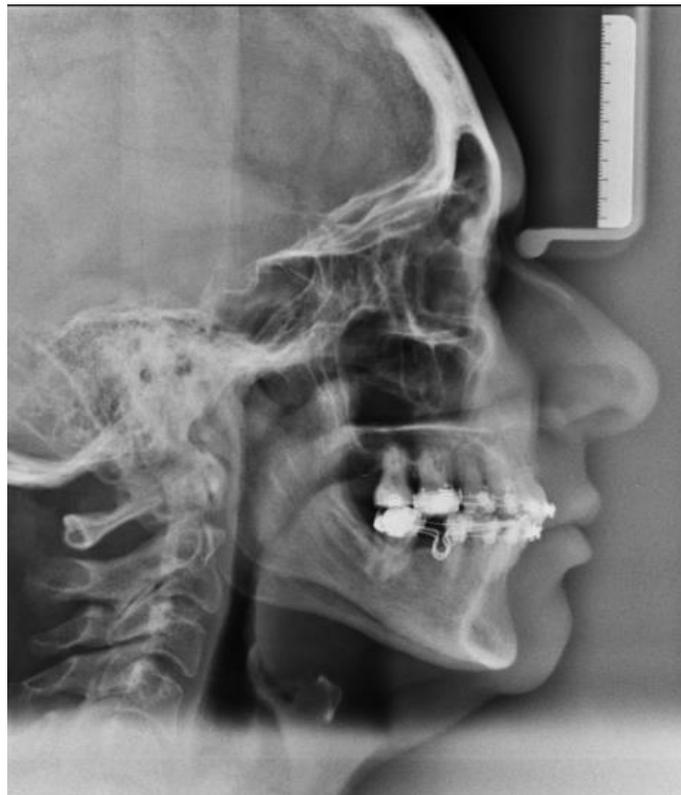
Telerradiografía de perfil post tratamiento.
